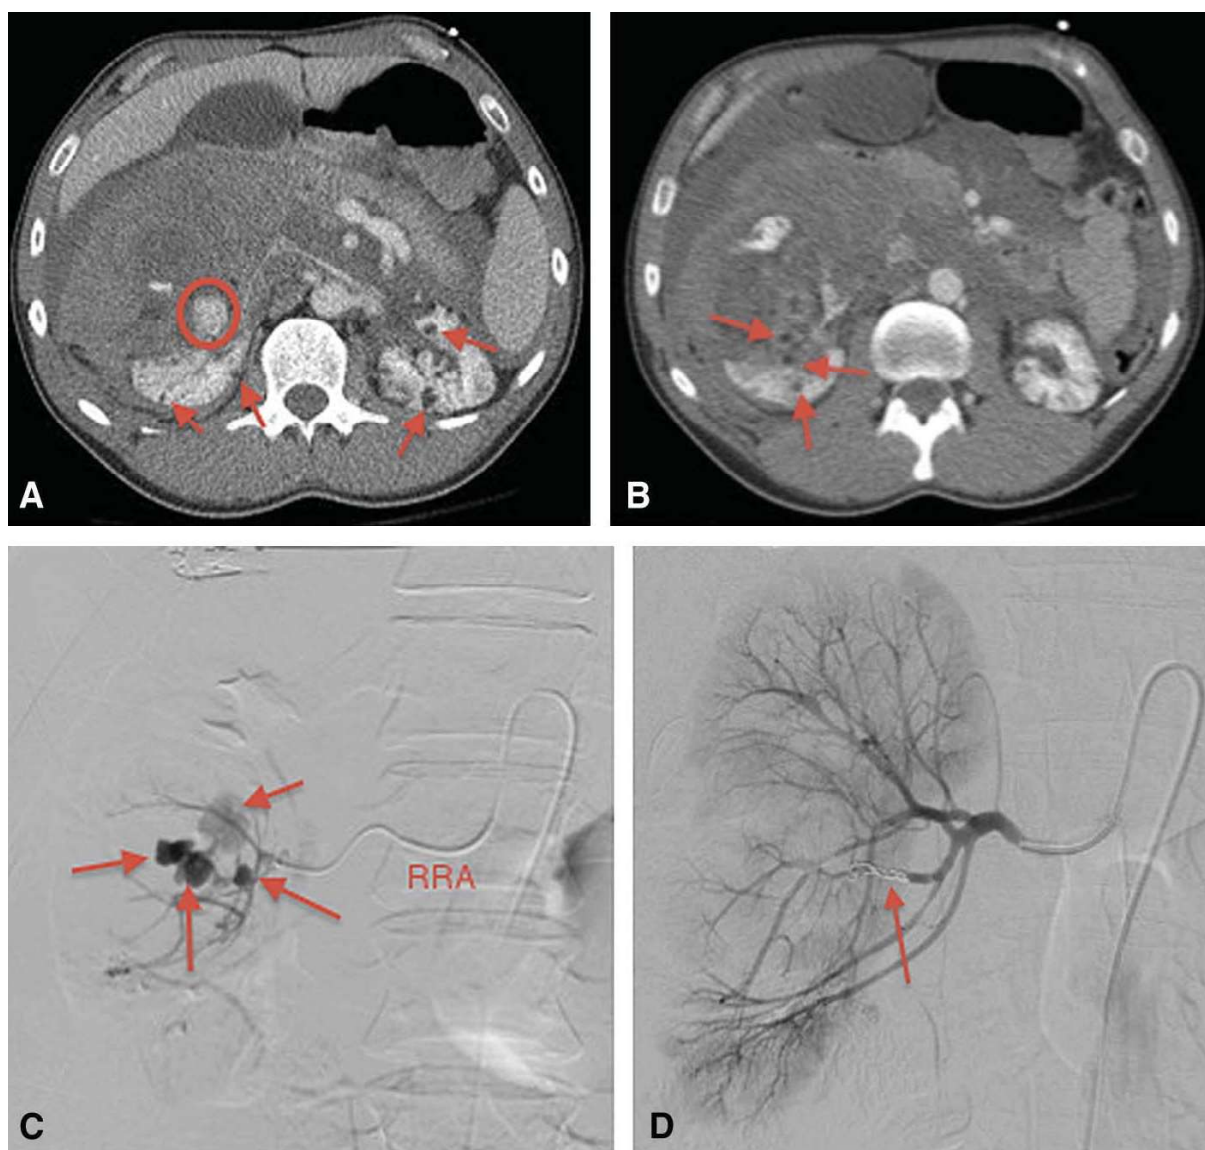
Traumatic renal injury in a patient with incidental angiomyolipomas. (A, B) A single computed tomographic angiogram (CTA) image, demonstrating active contrast extravasation (circle) from right renal laceration; note multiple angiomyolipomas (arrows) in both kidneys. (C) Single digital subtraction angiography (DSA) image, demonstrating active contrast extravasation (short arrow) and multiple angiomyolipomas (long arrows). RRA 1/4 right renal artery. (D) Post-coil embolization (arrow) DSA image, showing complete hemostasis with no further extravasation.
